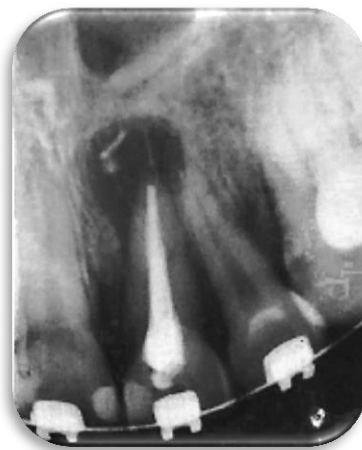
Radiografía postoperatoria retratamiento de conducto. Noviembre 2018.
